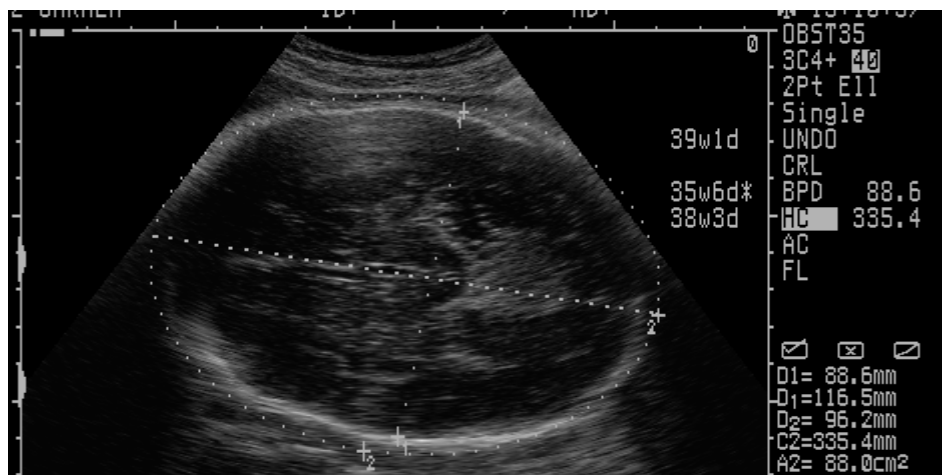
Ultra-sonografia do pólo cefálico de feto de 38 semanas, mostrando a medida do diâmetro biparietal e da circunferência cefálica.
